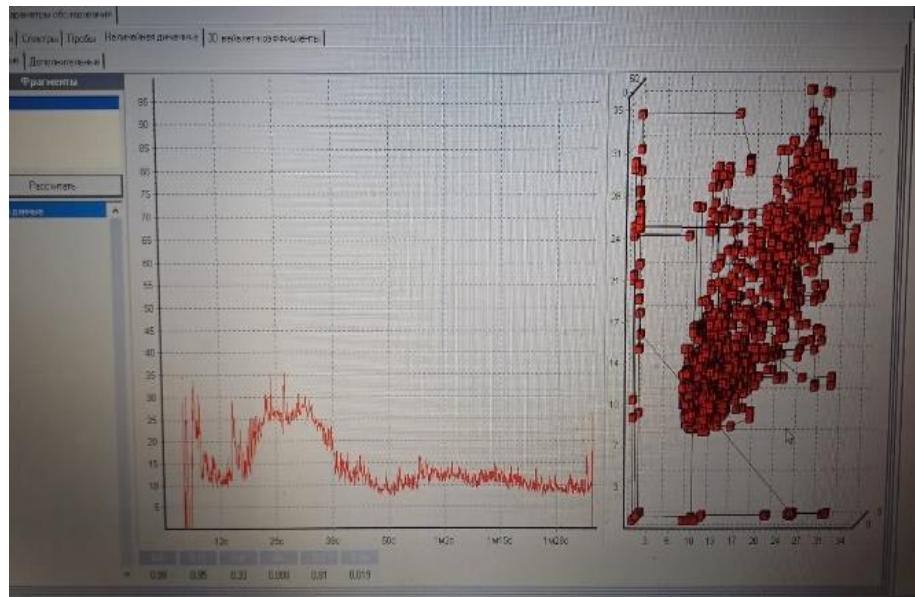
7-е сутки после нанесения травмы, кролик № 15. Анализ лазерной доплеровской флоуметрии: снижение перфузии и вазомоторной активности микрососудов.
